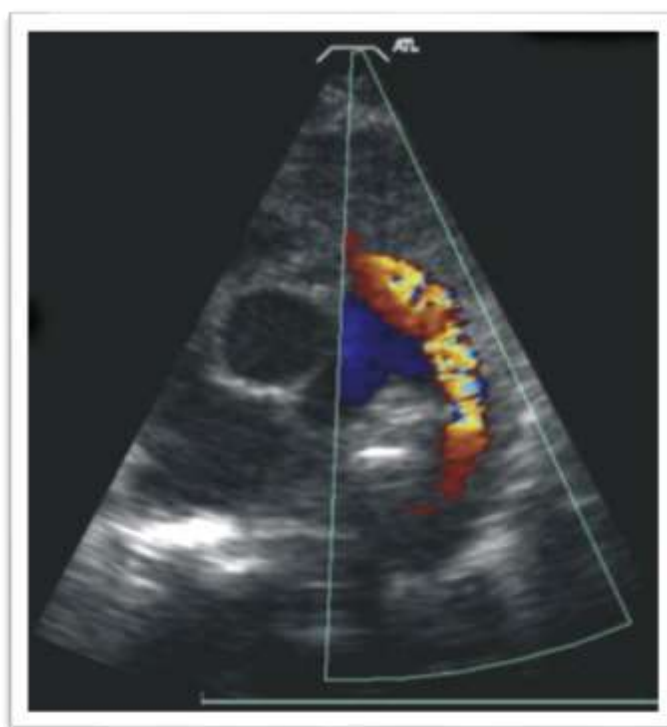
Incidence para-sternale petit axe. Le Doppler couleur visualise le shunt véloce dans l'AP [133].
